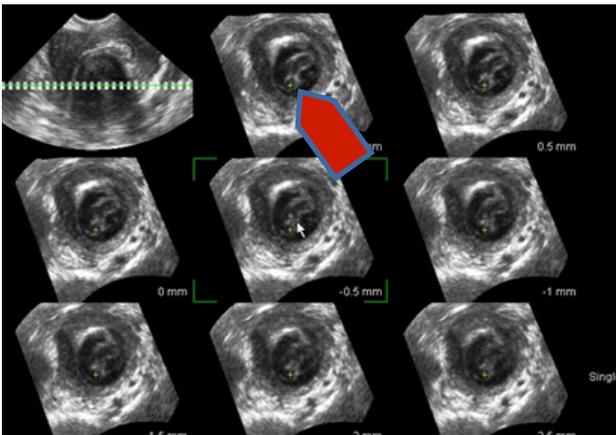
Толщина «безопасного миометрия» (ЗДУЗИ, режим TUI)
